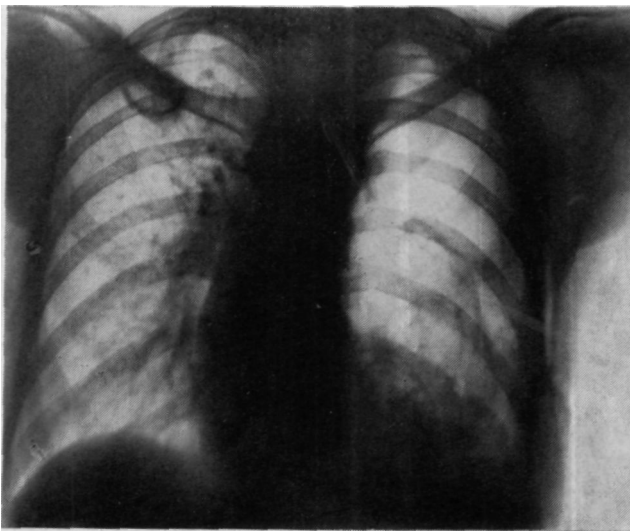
Обзорная рентгенограмма больной В. при поступлении.
